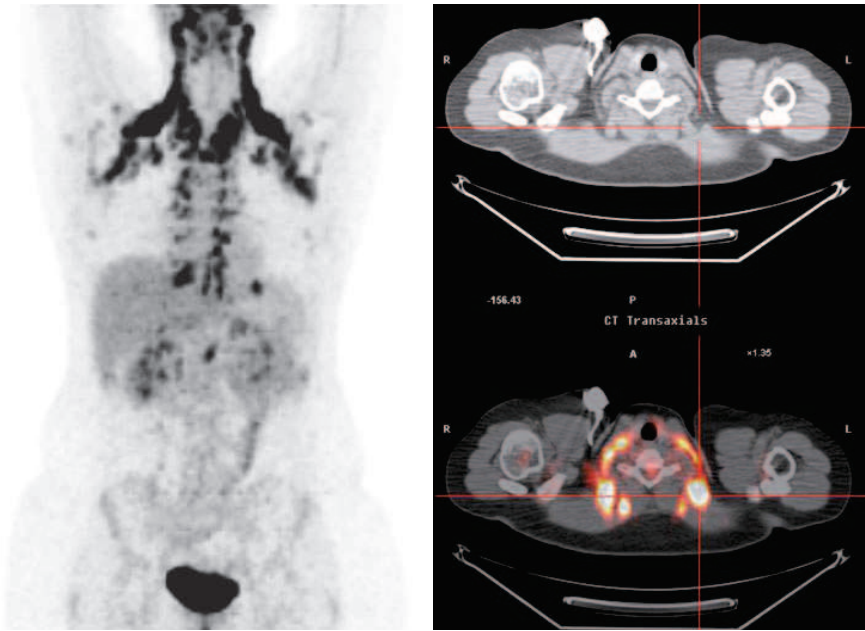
PET/TC con [18F]FDG eseguita dopo chemioterapia di paziente femmina di 13 anni affetta da Linfoma di Hodgkin. A sinistra l'immagine *total body* MIP (*Maximum Intensity Projection*) dimostra netta ipercaptazione del radiofarmaco in strutture cervicali e mediastiniche, bilateralmente e con distribuzione simmetrica (con aspetto che potrebbe essere interpretato di pertinenza linfonodale, considerando la patologia di base della paziente). A destra immagine TC (sopra) e di fusione PET/TC (sotto) a livello dello stretto toracico superiore: la densità dei tessuti dove è localizzata la ipercaptazione del radiofarmaco è molto inferiore
